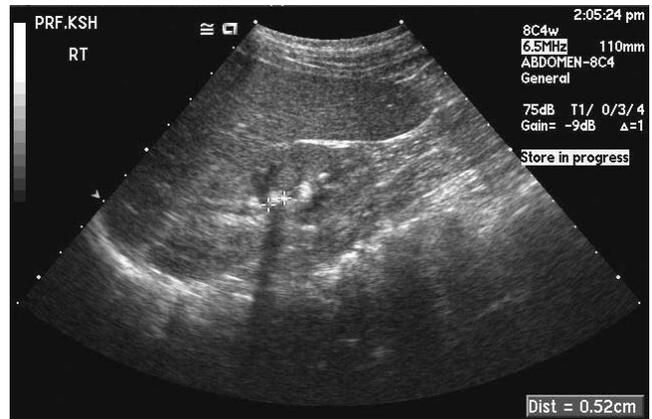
Renal ultrasonography shows multiple echogenic spots in the right kidney of the case 2.
